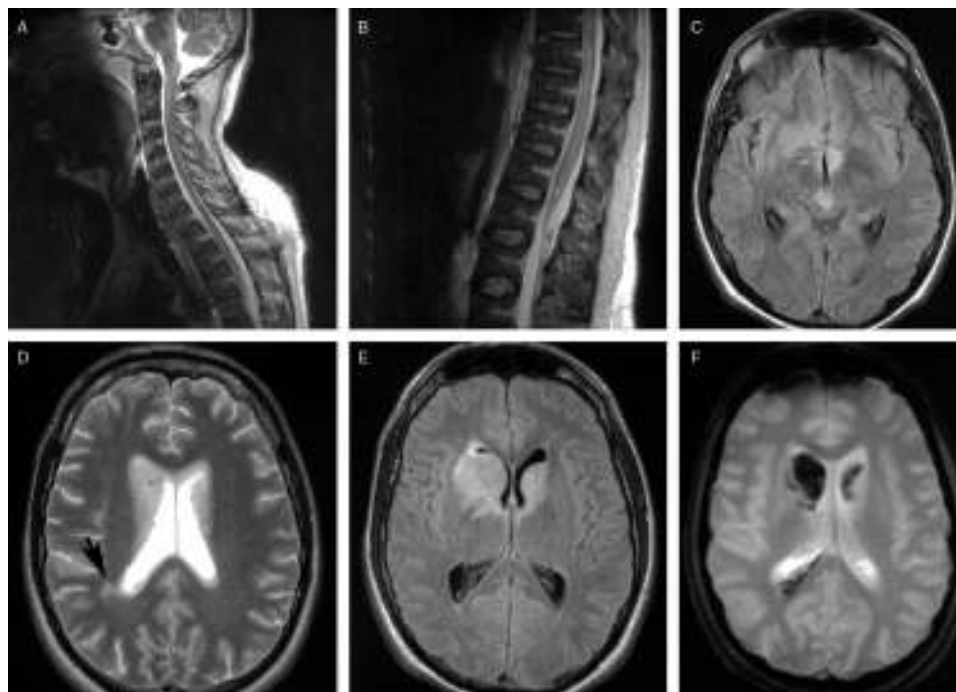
A y B) Imágenes de RM de secuencias T2 en cortes sagitales. Lesión hiperintensa en médula espinal y troncoencéfalo. C) Imagen de RM de secuencia FLAIR en corte axial en la que se aprecia lesiones hiperintensas en el tegmento mesencefálico y en región hipotalámica. D) Imagen de corte axial de secuencia T2 de RM con aumento de señal en ambos caudados y sustancia blanca subcortical. E) Imagen de corte axial de secuencia FLAIR que muestra lesiones en ambos núcleos caudados. F) Corte axial en secuencia eco de gradiente T2 con señal hipointensa en núcleo caudado que indica presencia de componente hemorrágico.
